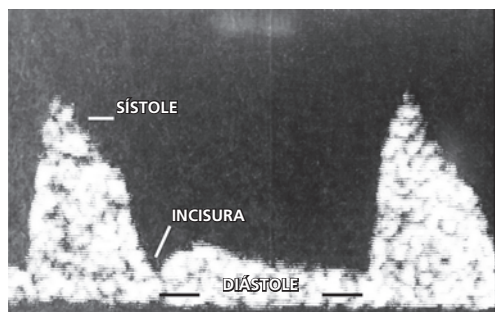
Dopplervelocimetria da artéria uterina. Morfologia de fluxo demonstrando vasospasmo (aumento sistólico, incisura protodiastólica e redução da diástole).
